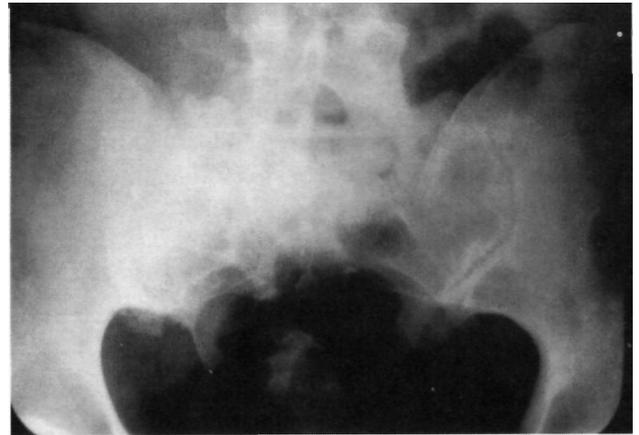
Radiografía antero-posterior de un condrosarcoma grado III de región sacroilíaca.
